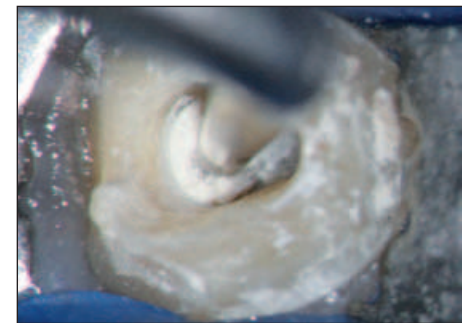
使用超声波工作尖，髓室可视性和放大比例良好(由Scott Bentkover, USA提供)。
